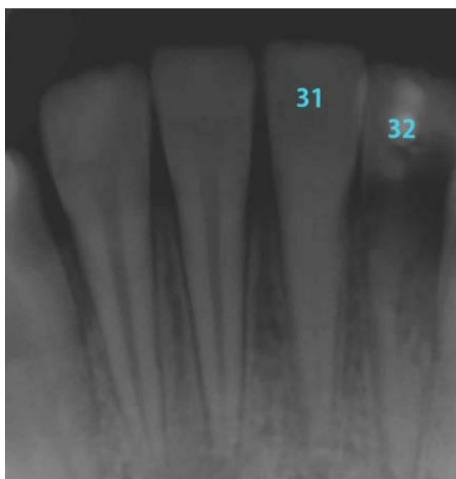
Radiografia *post-mortem* em 1990 e *ante-mortem* em 1985 para determinar a idade do indivíduo (adaptado de Pretty & Sweet, 2001)
